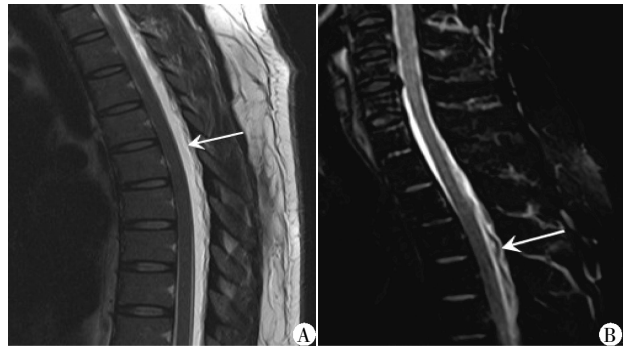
32 岁 SIH 女性患者 MRI 表现
